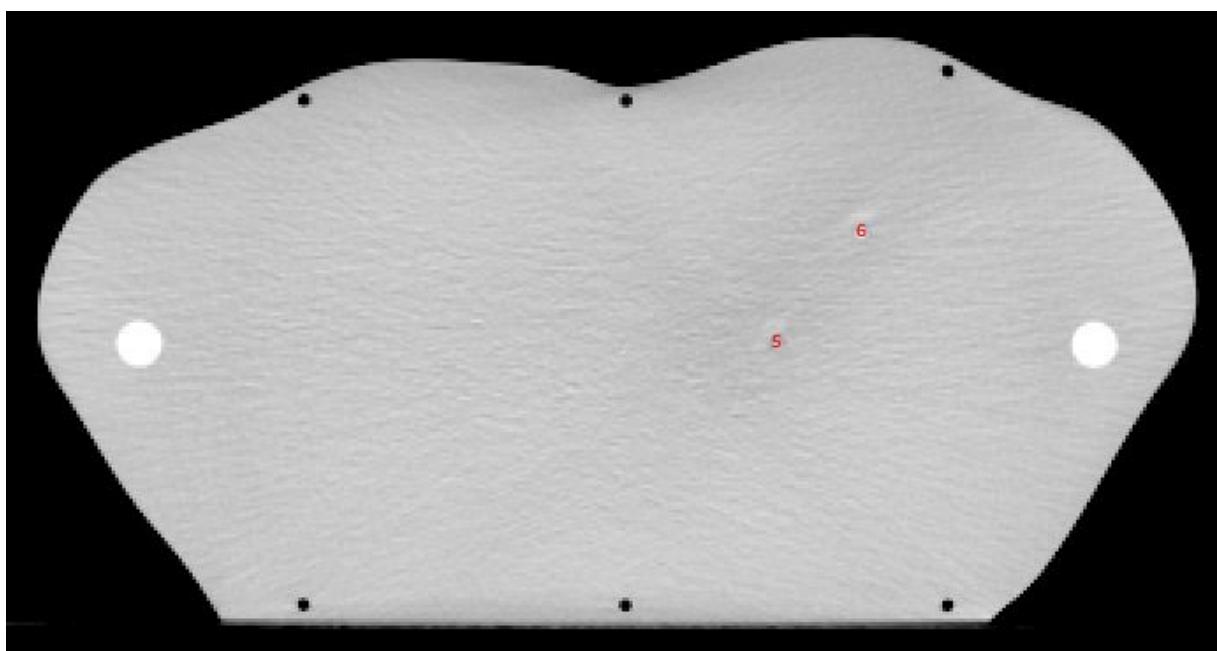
viser CT-bilder av lungefantomet med nummererte dosimeterposisjoner. Bildene vises fra øverst til nederst i fantomet i longitudinal retning (snitt 1-19).
